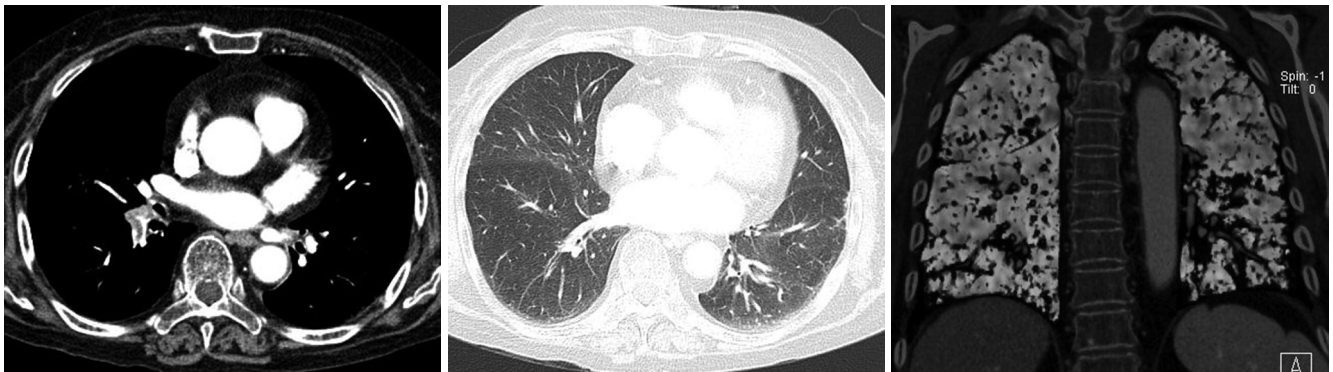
82-year-old woman with pulmonary thromboembolism, who had low obstruction score (12.5/100) but relatively high perfusion defect score (60/100). Pulmonary CT angiography (A) shows only focal thromboembolic filling defect in right lower lobar and segmental pulmonary arteries, but prominent low attenuation on lung window setting image (B) and perfusion defect areas on pulmonary perfusion image (C).
